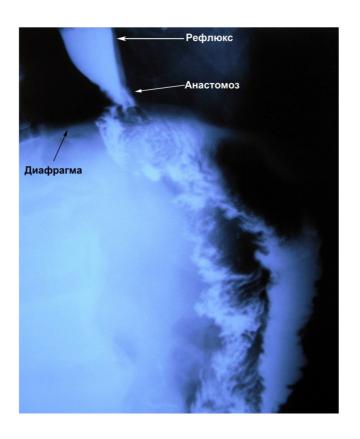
Рентгенограмма пациента О., 67 лет, в положении стоя, 3 мес. после операции.
